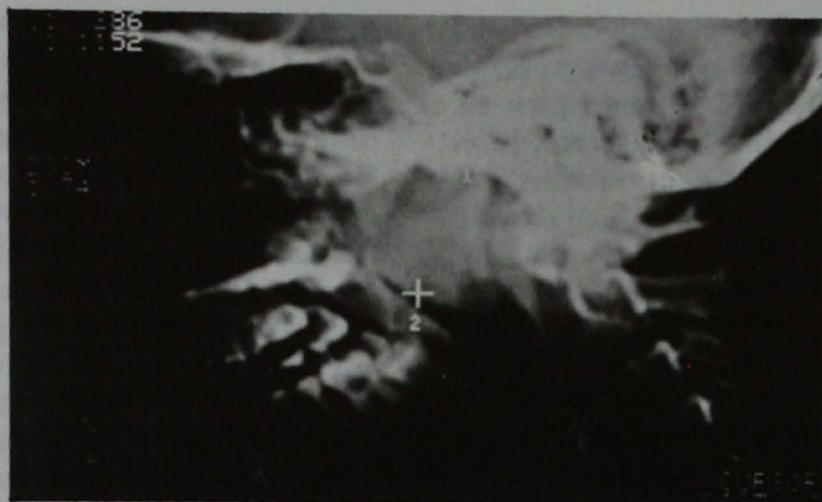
Vista lateral de tomografía lineal, que muestra ausencia de luz en la rinofaringe.
